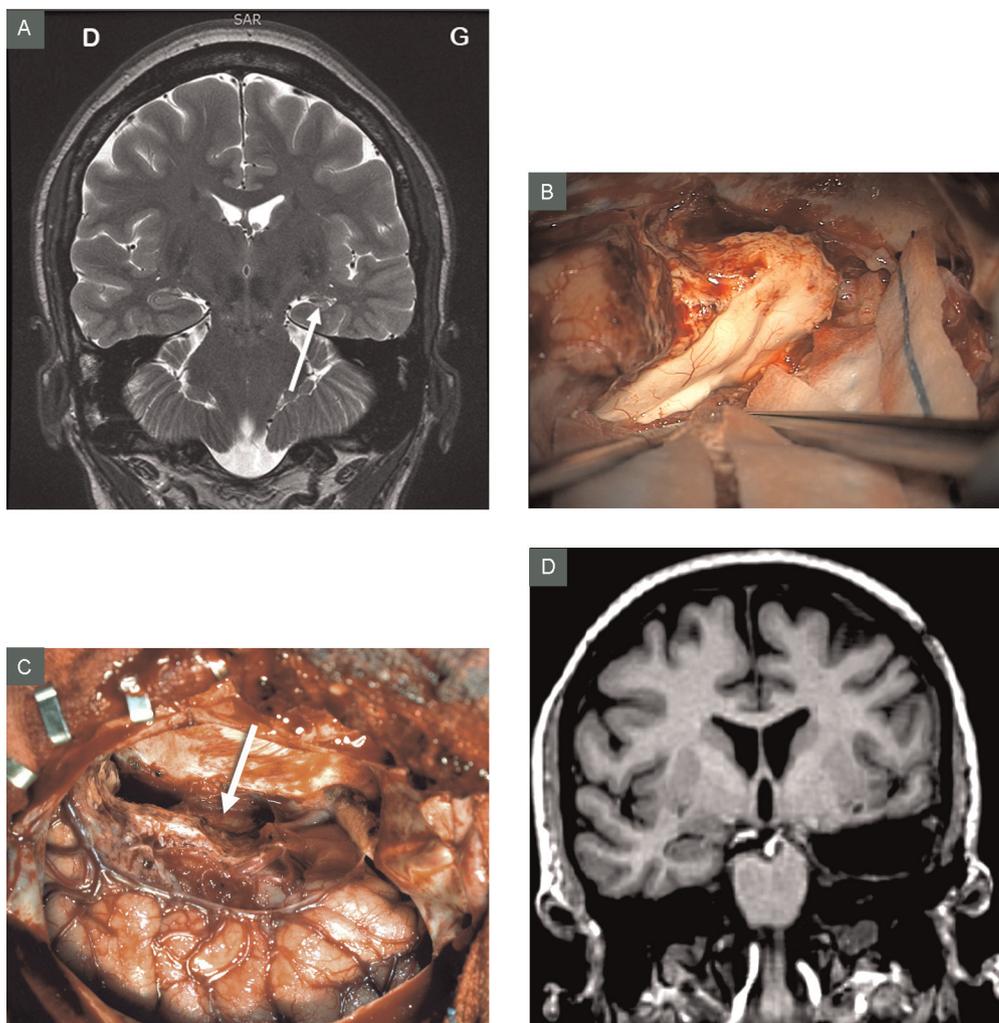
Épilepsie méso-temporale gauche. A. IRM préopératoire (séquence coronale pondérée T2) : atrophie marquée de la corne d'Ammon gauche (flèche). B. Image opératoire : la corne d'Ammon atrophique est exposée pour sa résection. C. Image opératoire : aspect de la cavité opératoire en fin de résection : on identifie le tronc cérébral (flèche) et les gros vaisseaux de la base du crâne. D. IRM postopératoire (séquence coronale pondérée T1) : la cavité de résection est bien visible.
